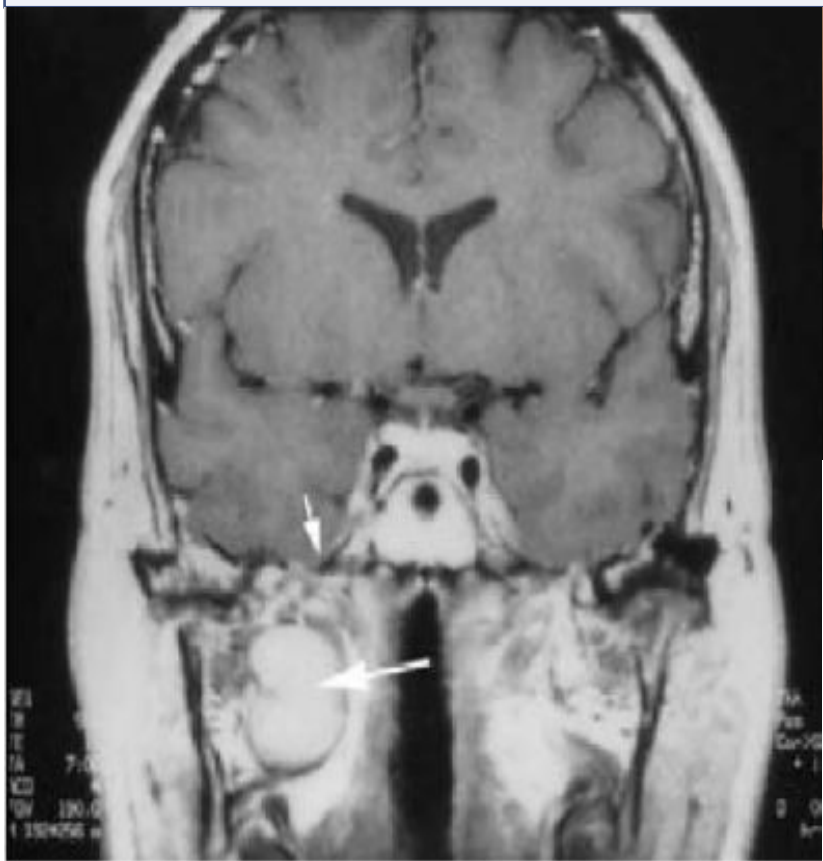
Coronal magnetic resonance imaging view of a malignant parotid tumor (*large arrow*) causing facial paralysis with superior perineural extension along the mandibular division of the trigeminal nerve (*small arrow*).
